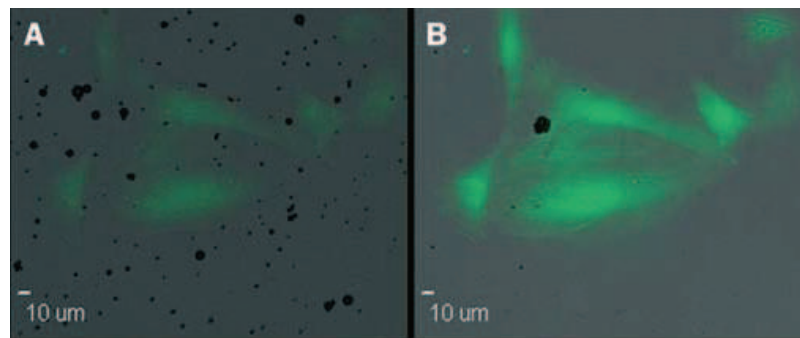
Cellules cardiomyoblastiques chargées avec la sonde calcique fluorescente Fluo4 en présence de microbulles. (A) avant stimulation ultrasonore, (B) après stimulation ultrasonore. Les cellules présentent un niveau de fluorescence plus élevé après stimulation ultrasonore. Figure tirée de (Juffermans *et al.*, 2009).
